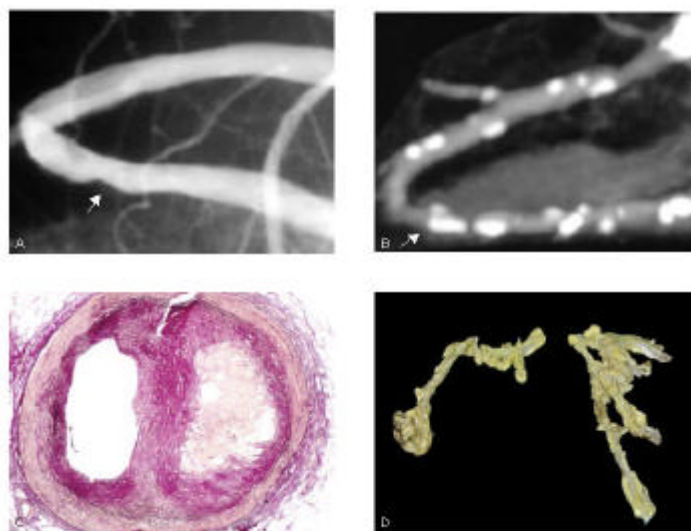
A. Angiographie der RCA (Herz 1) mit Stenose (Pfeil, 6cm). B: CT-Koronarangiographie mit multiplen kalzifizierten Läsionen. (Pfeil, Stenosequantifizierung nicht möglich). C. Histo: Polster mit Verkalkungen und Nekrose (ca. 50%-ige Stenose, EvG). D. Makro-Präparat. Präparation der rechten und linken Koronararterie (Herz 1).*
